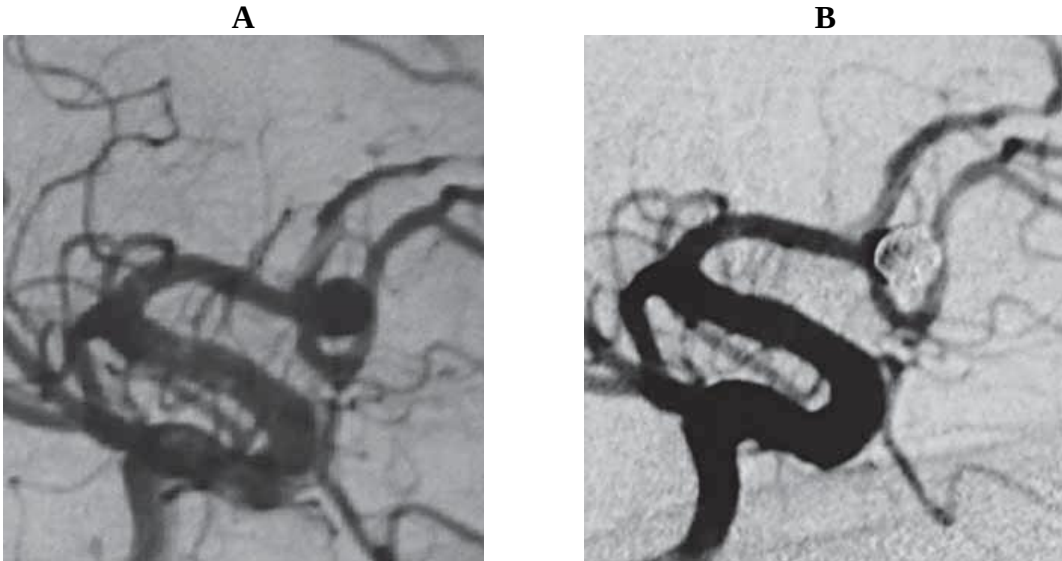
3 yıl önce nöbet geçirme şikayetiyle hastanemize gelen hastanın (olgu 6) anjiyografisinde AkomA anevrizması görülüyor (A) . Parsiyel boyun kliplleme ve balon boyun modelleme tekniği ile AkomA anevrizması tedavi edilen hastanın 3 yıl sonraki kontrol anjiyografisinde nüks izleniyor (B ve C) . Y stentleme ve koilleme ile total olarak embolize edildi (D ve E) . 4 ve 16 (F) ay sonraki DSA da anevrizma total kapalı ve stent içi stenoz gözlenmemektedir.
